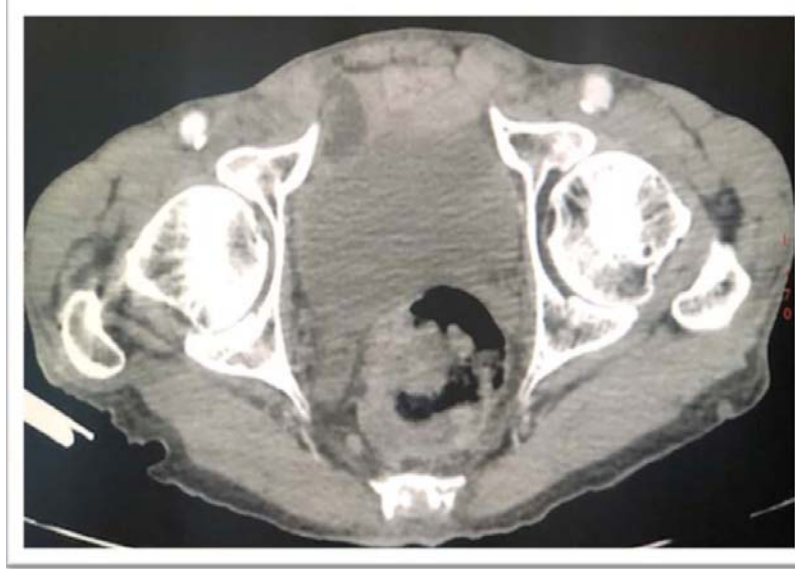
TDM EN Coupes axiales: Épaississement pariétal tumoral du moyen et haut rectum avec des adénopathies du mésorectum.
